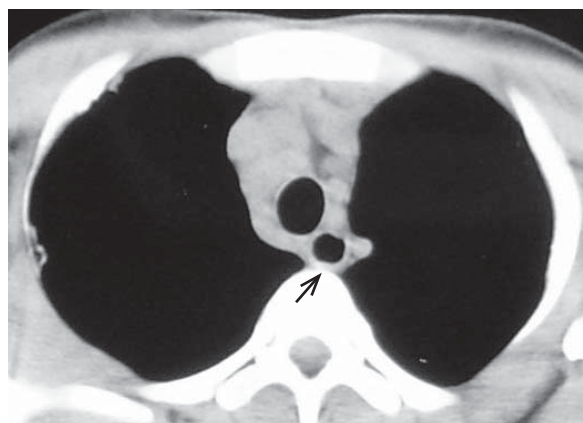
Secțiune axială CT la nivelul esofagului toracic superior.
